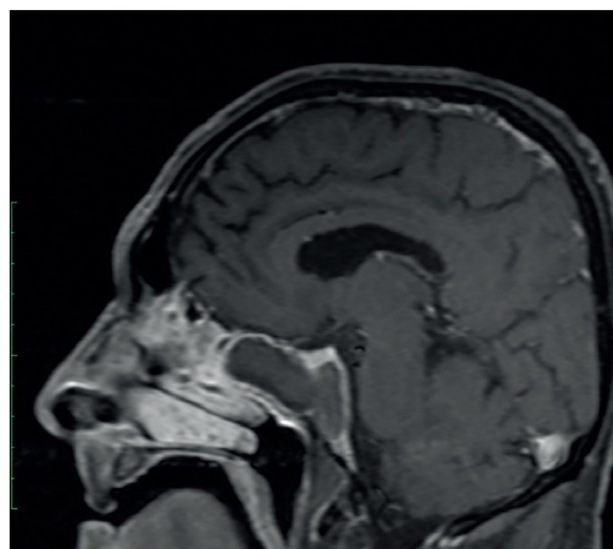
RM T1 Fat Sat GAD sagital; sinusite fúngica)
